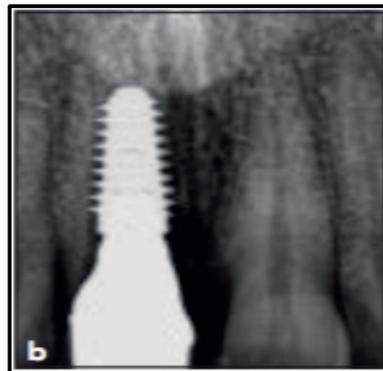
Radiografia Periapical do implante após follow-up 3 anos
